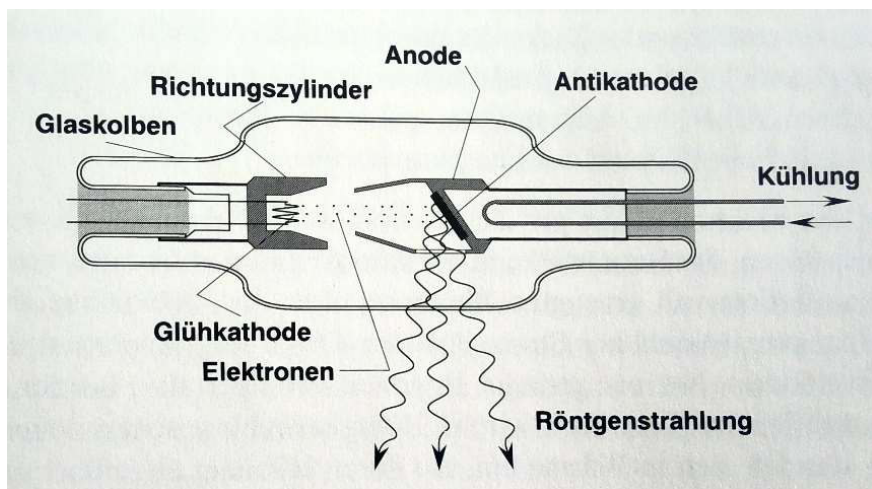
Funktionsprinzip der Röntgenröhre [14, S.25]
